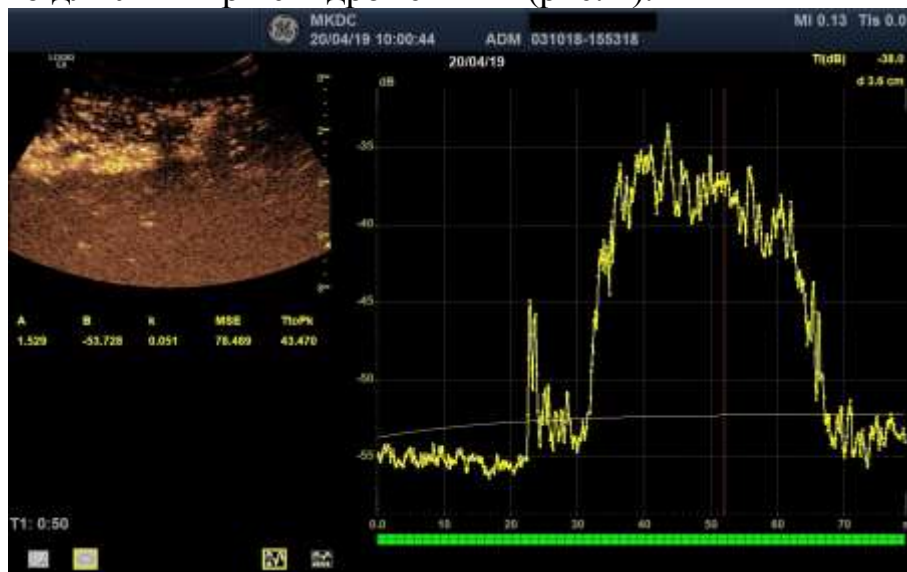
УЗИ оварико-илиакального шунта с контрастным усилением.
